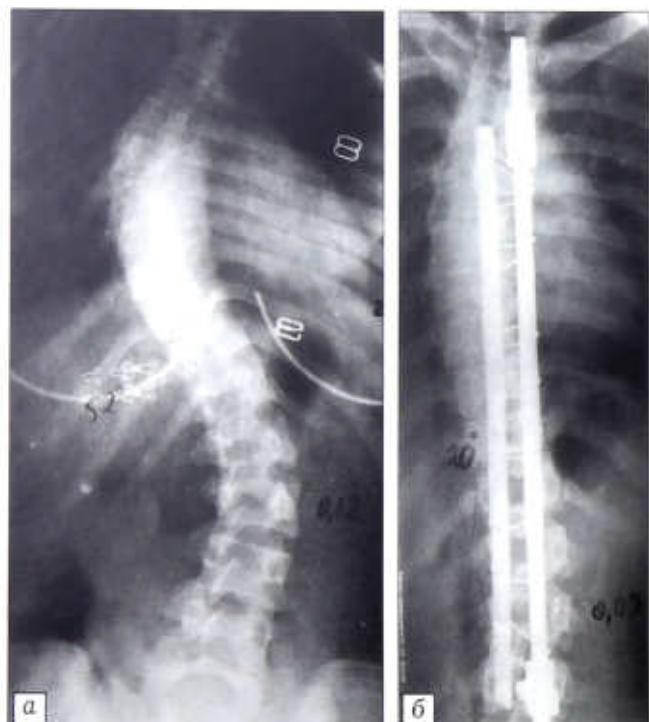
Рентгенограммы больной А. 17 лет. а — до операции: Th55°/L52°; It 0,14 (12,6'); б — после операции: Th35°/L26°, It 0,09 (8,1').
